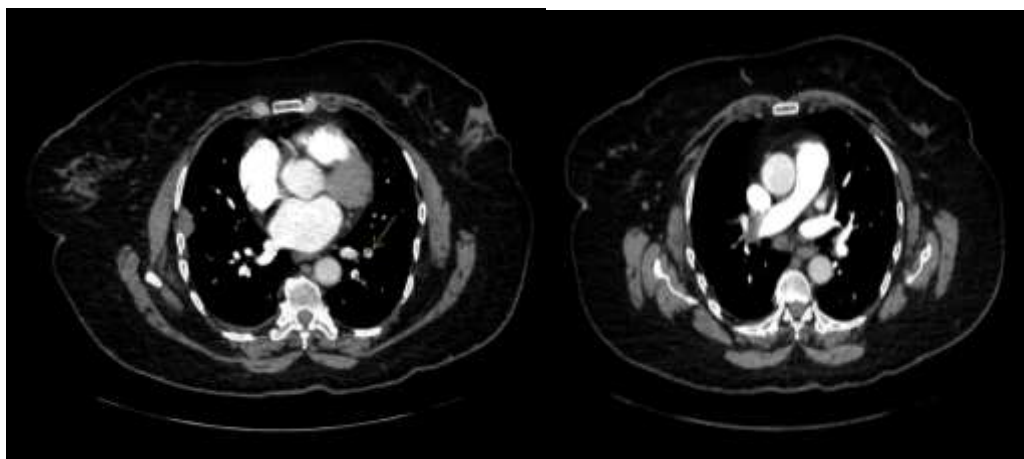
МСКТ ОГК пациентки Н. 59 лет
